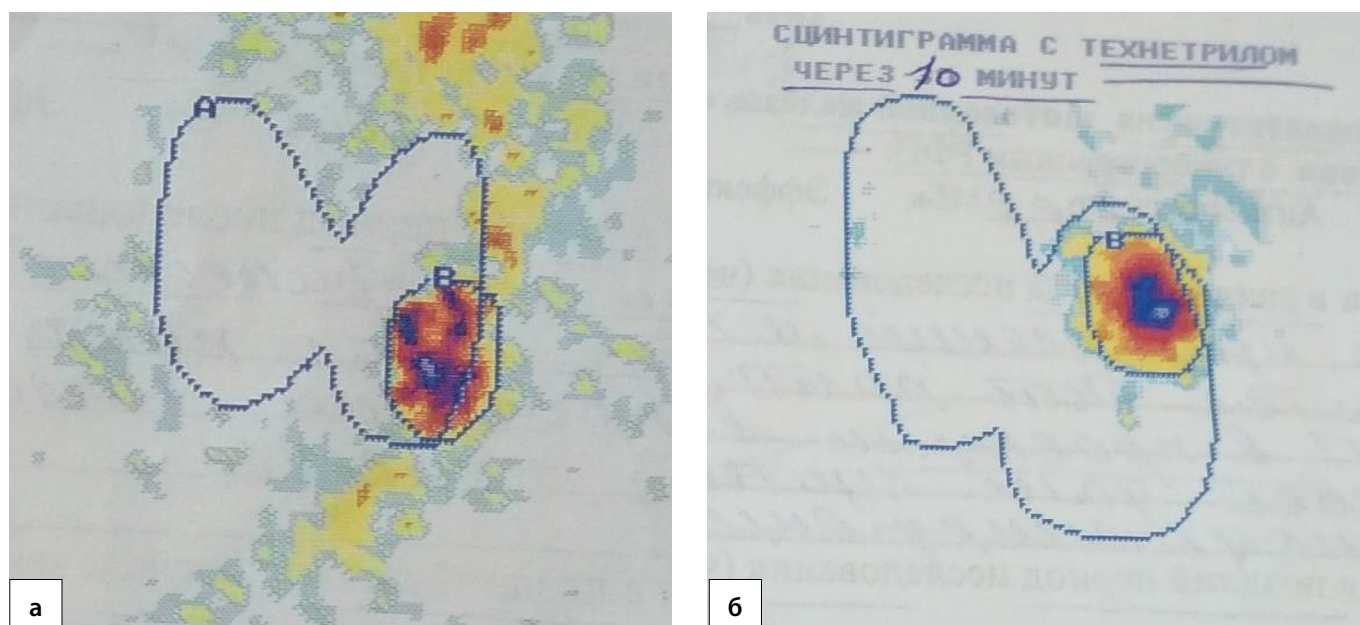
Сцинтиграфия околощитовидных желез с технетрилом: а) аденома нижней левой околощитовидной железы; б) аденома верхней правой околощитовидной железы.
